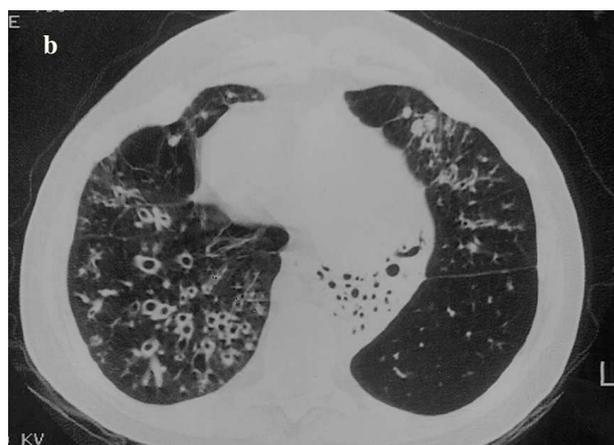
Estudios de imagen pretrasplante. *a)* Radiografía de tórax posteroanterior en la que se aprecia la disposición inversa de los órganos toracoabdominales. Existe un engrosamiento de las paredes bronquiales en la base derecha e imágenes nodulillares debidas a impacto de moco en ambas bases pulmonares. *b)* Sección de TAC torácica en la que se aprecian bronquiectasias diseminadas de predominio derecho, imágenes nodulares debidas a impacto de moco y colapso bronquiectásico de los segmentos posterobasales izquierdos.
